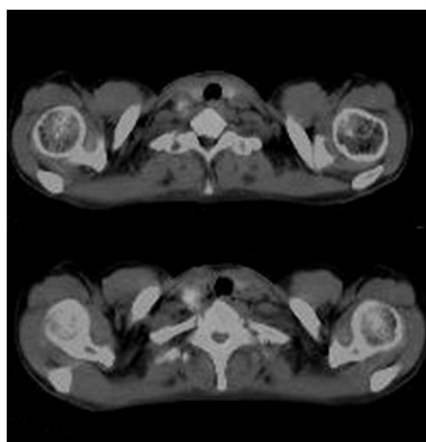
F-18 FDG PET CT. The F-18 FDG PET CT shows focal uptake in left lobe of thyroid gland, both cervical lymph nodes, mediastinal lymph node and both supraclavicular lymph nodes
